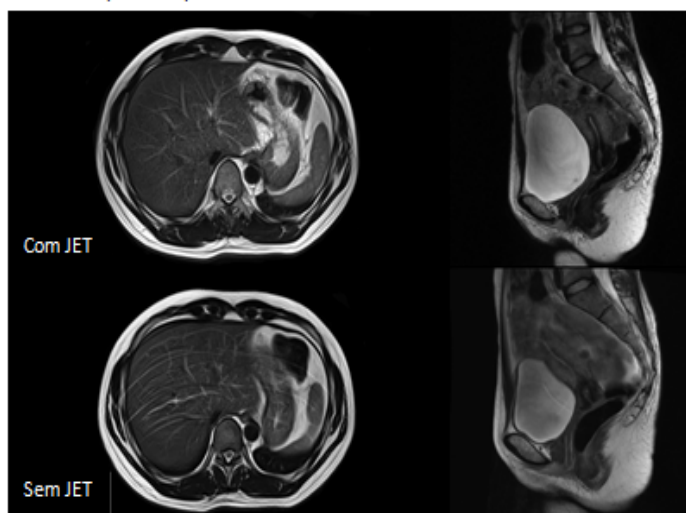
Excerto da descrição dos pacotes de software opcionais da proposta comercial da RM *Vantage Titan 3T*
